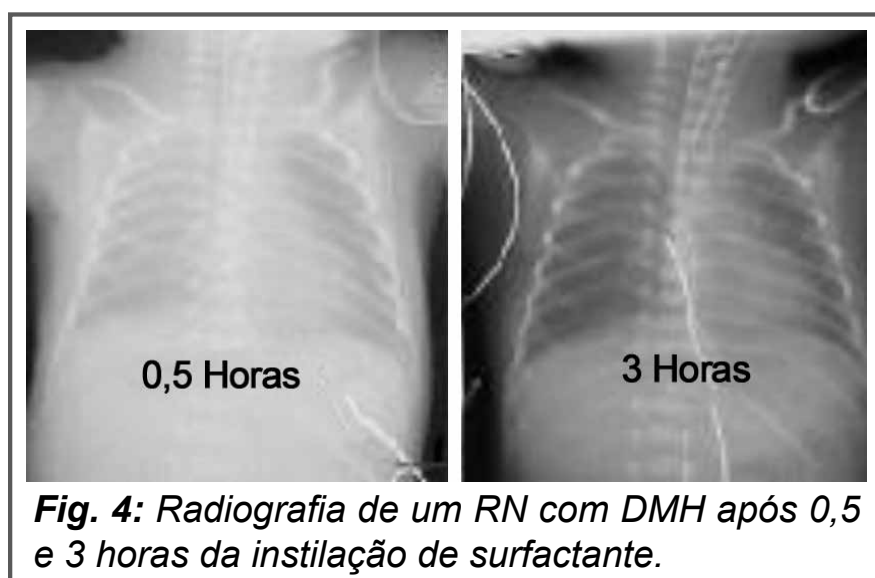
Radiografia de um RN com DMH após 0,5 e 3 horas da instilação de surfactante.
